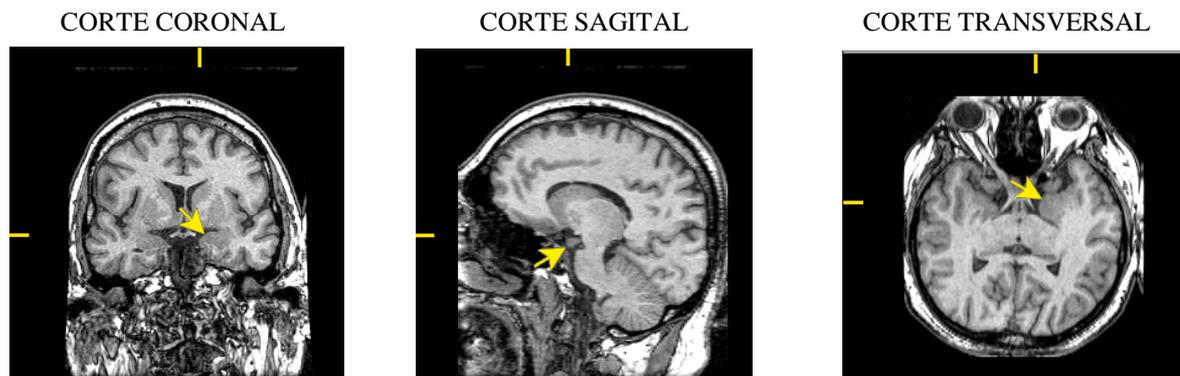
Corte coronal, sagital y transversal del cerebro, obtenidos por IRM señalando concretamente la amígdala, desde ángulos diferentes. Fuente: Whole Brain Atlas, escuela médica de Harvard.
